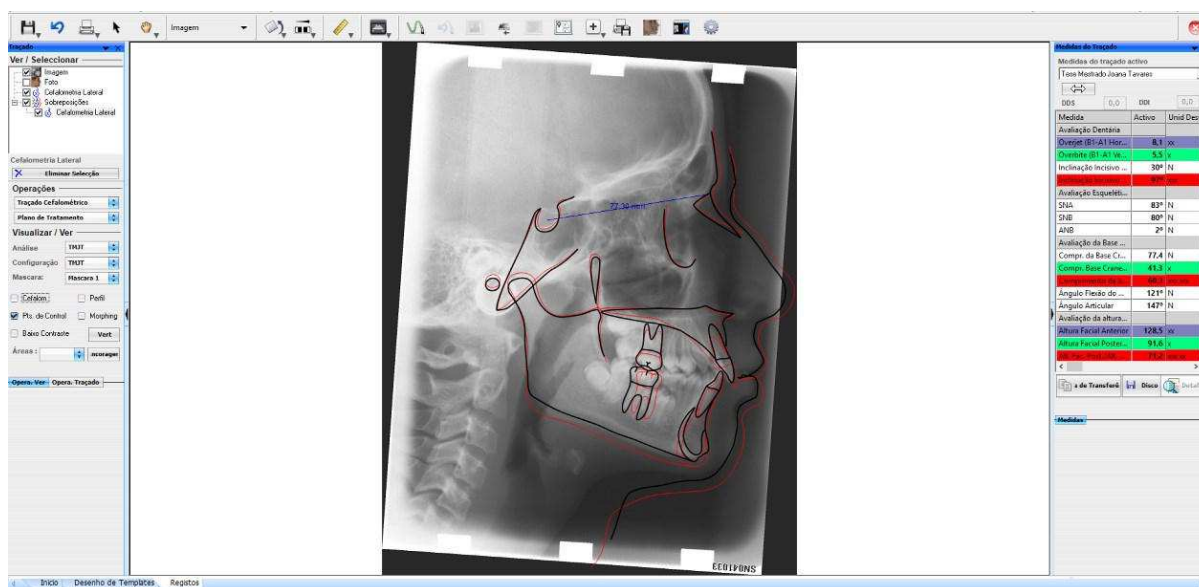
Sobreposição da telerradiografia inicial (traçado cor preta) com a telerradiografia final (traçado cor vermelha) de acordo com a análise “Tese Mestrado Joana Tavares”, no software *Dental Studio-Nemoceph*® versão 11.3.38.
